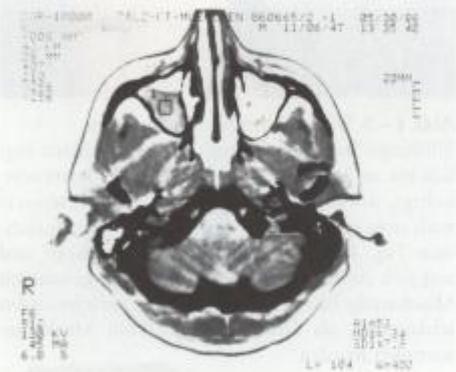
8.3/29a und 29b: Cocain Hirnödem: Nach 3jährigem Schnupfen ins rechte Nasenloch Sinusitis maxillaris rechts (s. □) mit lokalem Hirnödem im CT. Symptome waren starke Kopfschmerzen.
